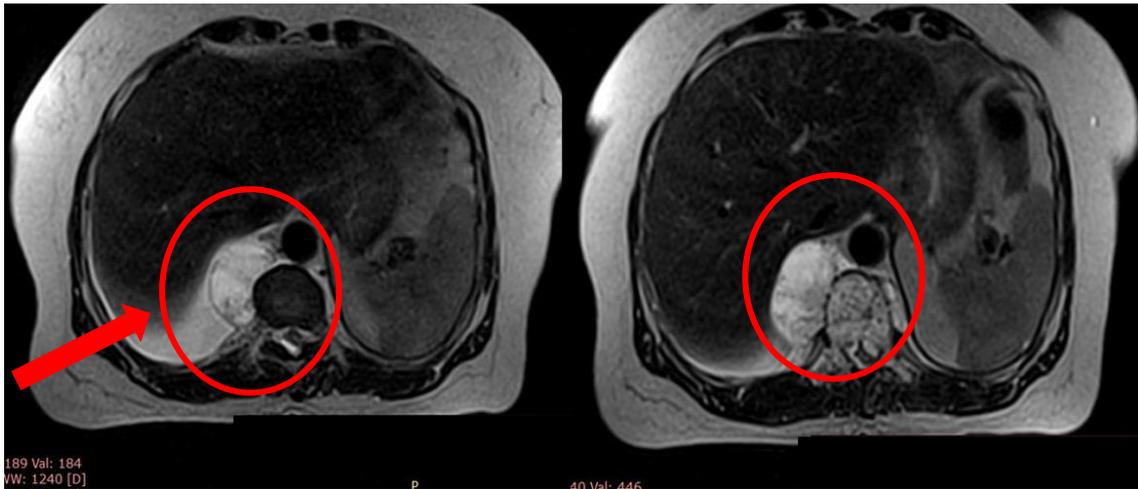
RM secuencia SPIN ECO. A: Técnica T2 B: Técnica T1 plano de corte axial a nivel de la masa de partes blandas. Círculo rojo. Flecha roja derrame pleural. Fuente: Archivo patológico Hospital Arnaldo Milián Castro. 2022.
